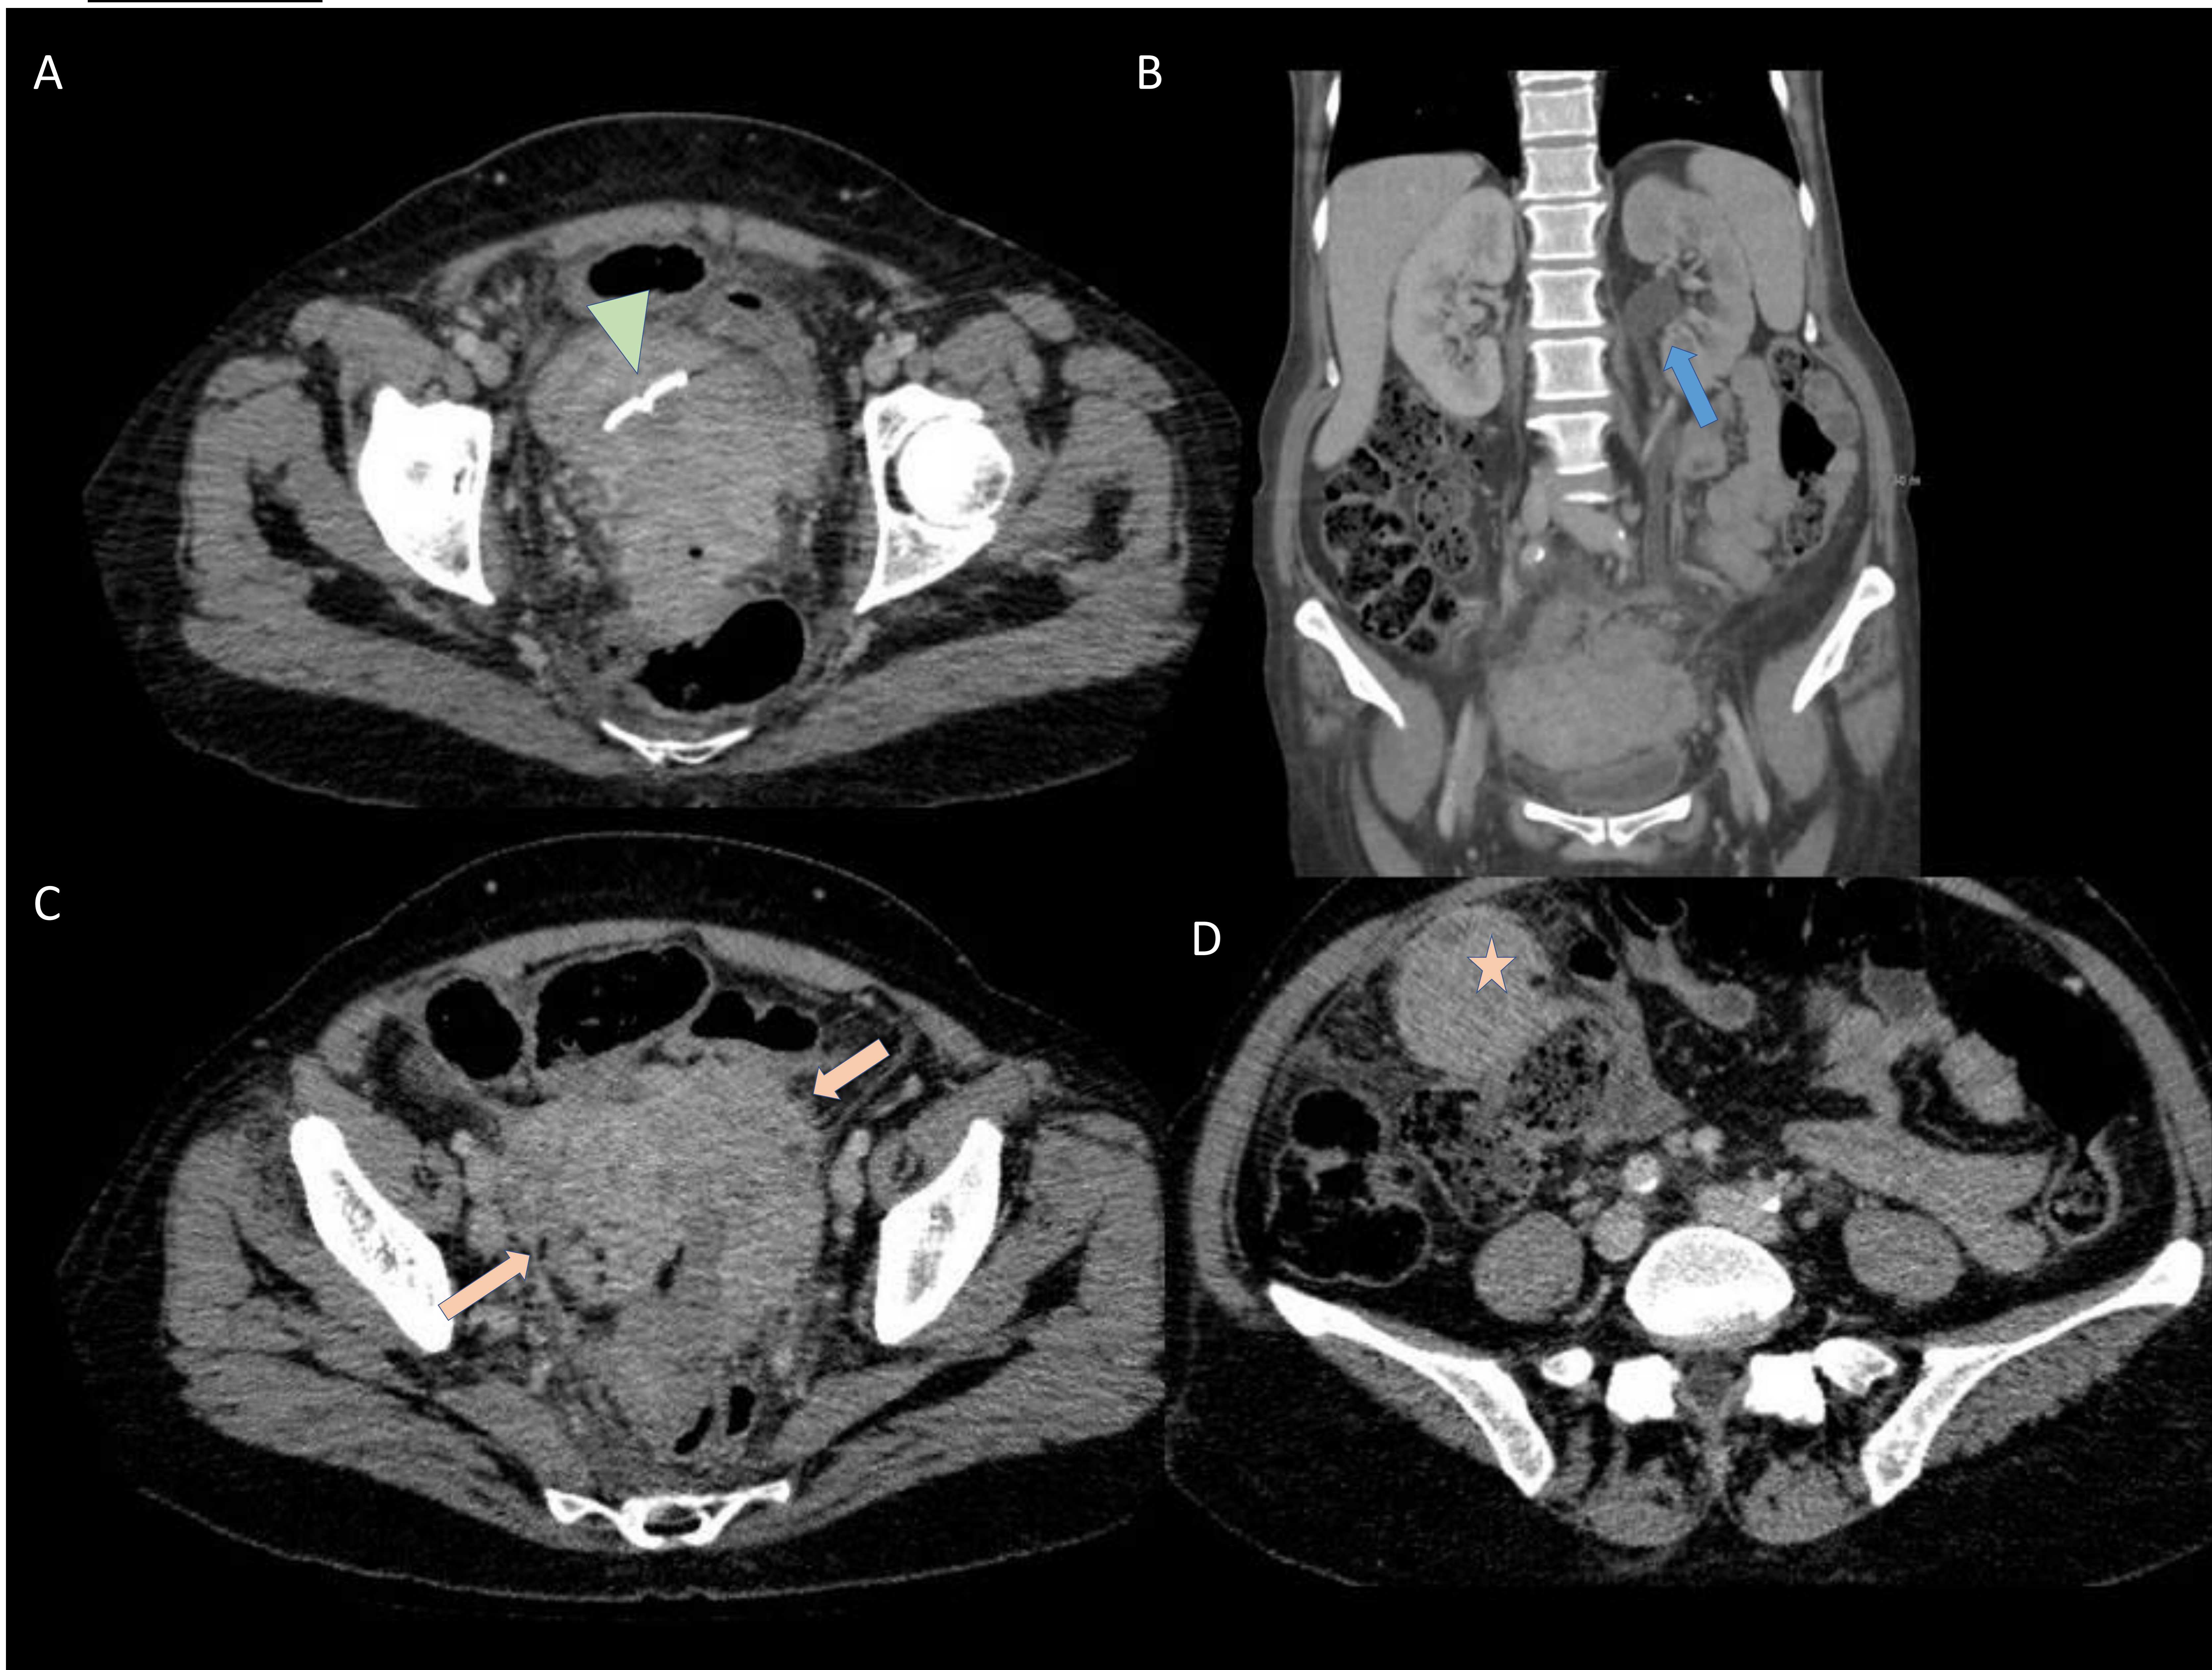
TC AP tras CIV de la misma paciente: masa compleja en hemipélvis izquierda, con realce y de aspecto infiltrativo →, que contacta ampliamente con el útero y engloba el anejo izquierdo, sigma y uréter, con hidronefrosis retrógrada. B →.
